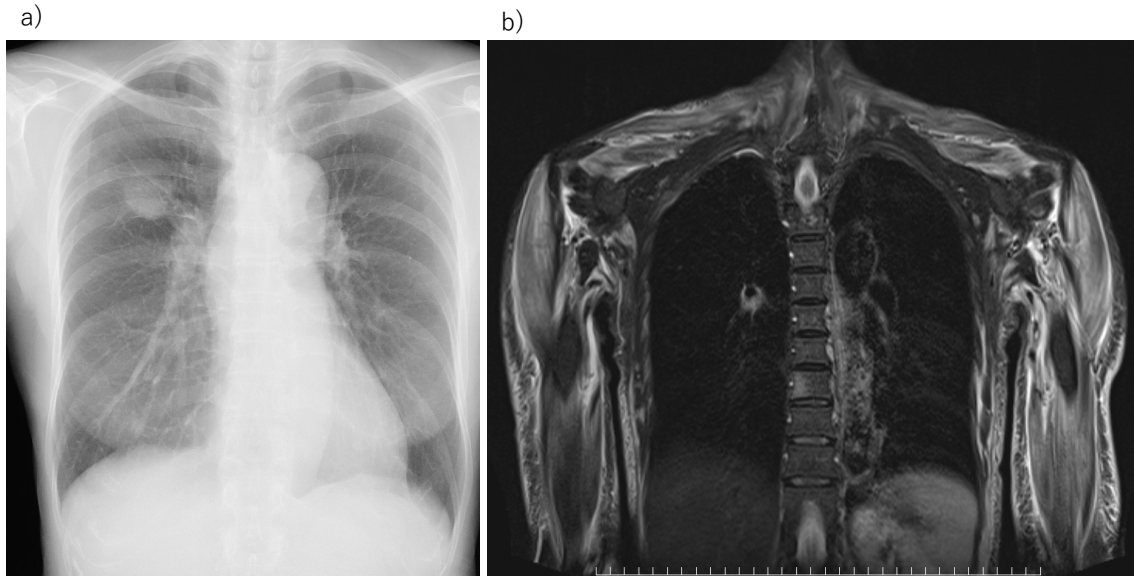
a) Initial chest X-ray shows a mass in the right upper lung field. b) MRI of the upper body reveals a high intensity in the proximal muscles and their fascia on STIR imaging. MRI: magnetic resonance imaging, STIR: short TI inversion recovery.
